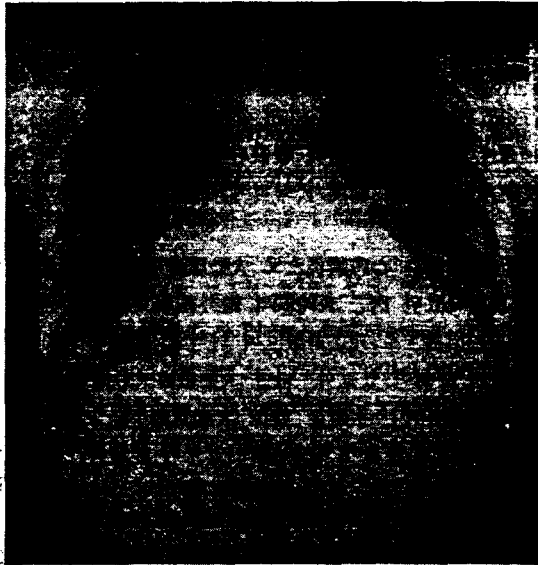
Posteroanterior roentgenogram of the chest shows cardiomegaly and increased pulmonary vascularity.
